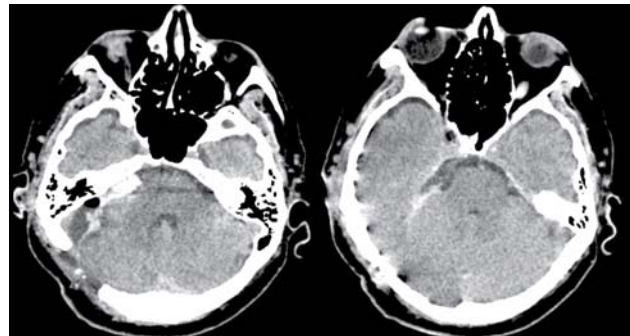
The performed brain CT.
